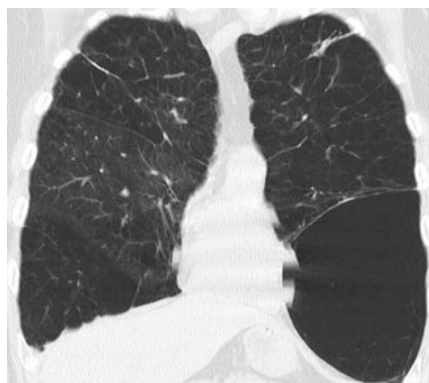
Corte coronal de TAC muestra una gran bula en la zona inferior del pulmón izquierdo.
